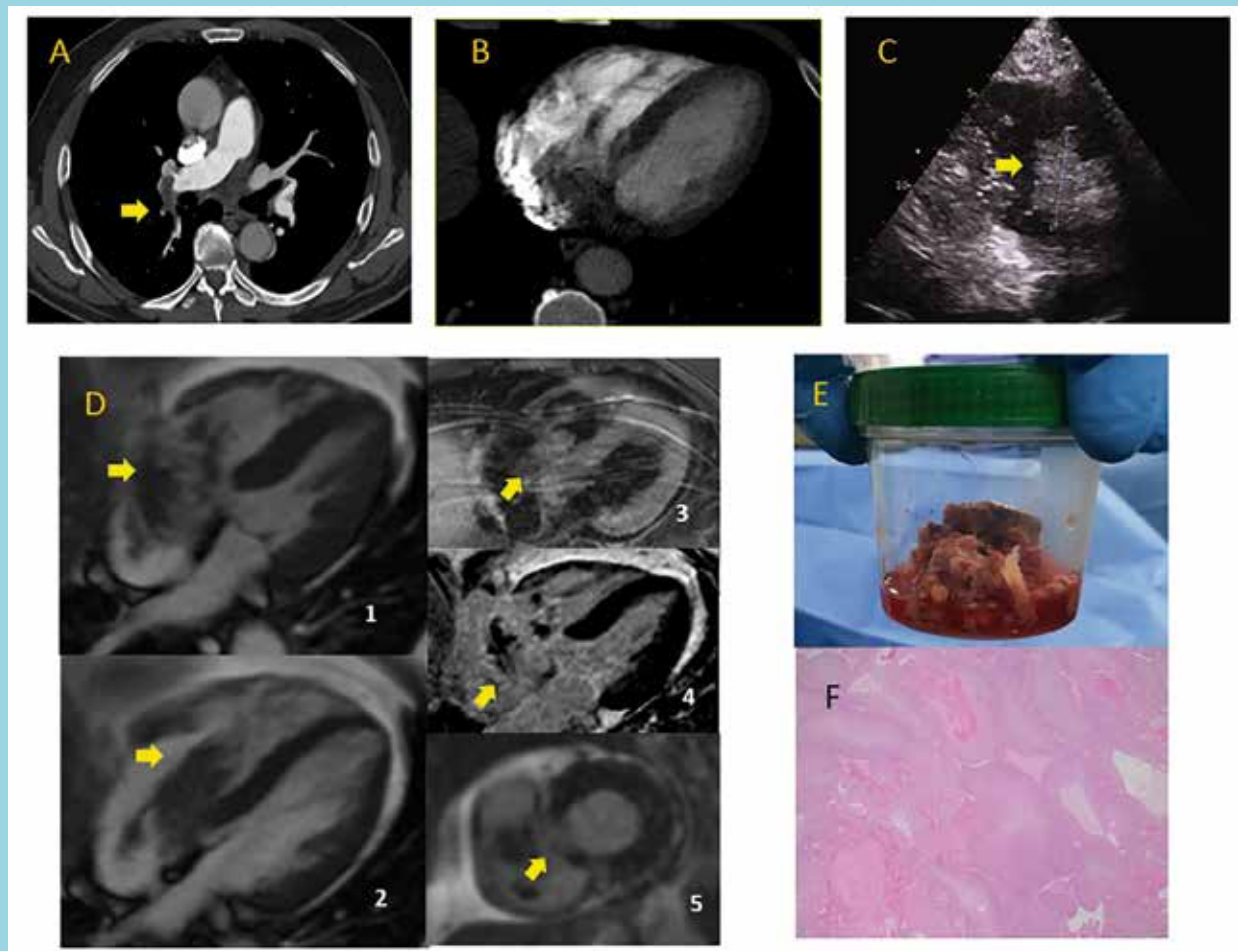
Figura A y B corresponden a AngioTC de tórax. En A: Defecto de llene a nivel de rama lobar derecha compatible con trombo. En B: Imagen radiopaca intracamerar de bordes irregulares y que no capta contraste, informada como sugerente de trombo en tránsito entre aurícula y ventrículo derecho. Figura C: Ecocardiograma Transtorácico, Masa de bordes irregulares con aumento de ecorrefringencia, sin flujo al doppler color, con amplio movimiento independiente del ciclo cardíaco. Figura D (1 a 5) corresponden a Resonancia Cardíaca: D1-2 (D1: sistole, D2 :diástole): Secuencia de cine, se observa masa intracavitaria hipointensa atrio-ventricular derecha de contorno lobulado, ampliamente móvil y con porción adherida a aparato valvular y pared auricular. D3: secuencia potenciada en T2: masa isointensa adherida a pared. D4-5: Secuencias de realce tardío potenciadas en T1, la mayor parte de la masa no capta gadolinio (compatible con trombo). Su región de adhesión parietal tiene dudosa captación de medio contraste y es de menor tamaño, lo que puede corresponder a componente sólido. Esta puede ser la razón por la cual el tamaño tumoral es menor en secuencia contrastada comparada con su valoración en cine. La caracterización tisular de la pared ventricular no demostró alteraciones patológicas significativas. Figura E: Pieza quirúrgica obtenida en cirugía de exéresis tumoral. Figura F: Biopsia diferida de pieza operatoria muestra tejido muscular infiltrado por una neoplasia epitelial transicional maligna con focos de necrosis e inmunohistoquímica positiva para GATA3 y P63, compatible con origen urotelial.
